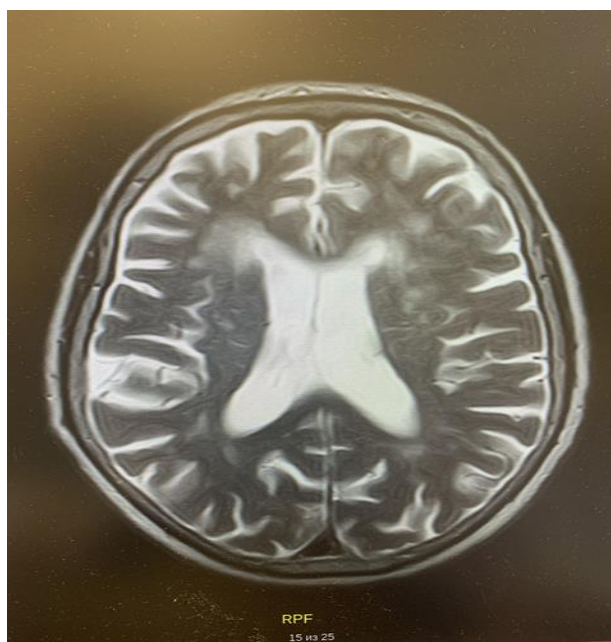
МРТ головного мозга пациентки Т.
